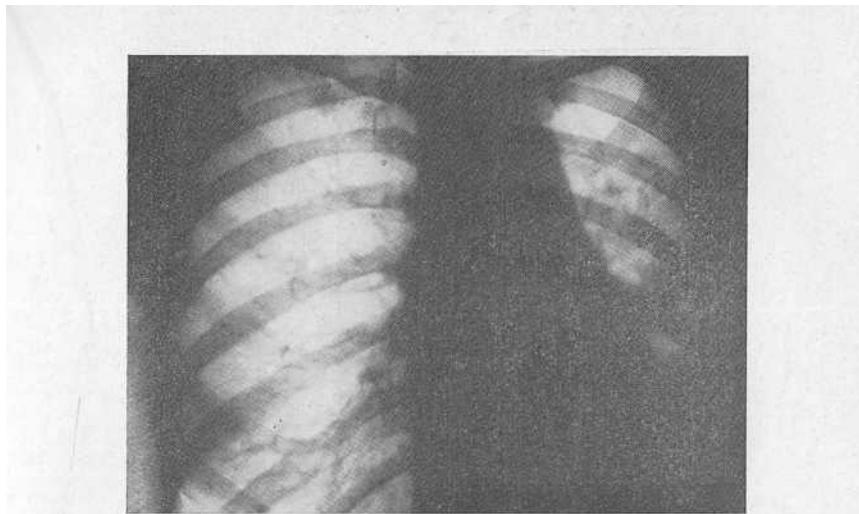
Рентгенограмма больной А. Левое легкое уменьшено в объеме, состоит из кистоподобных полостей. Органы средостения смешены влево.
